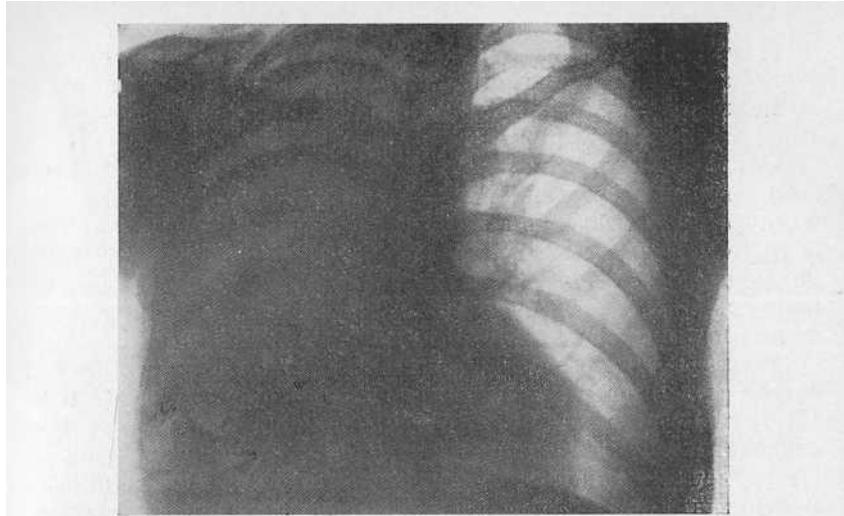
Рентгенограмма больной С. Правое легкое уменьшено в объеме, неравномерно затемнено. Левое легкое увеличено в размерах. Сердце, крупные сосуды и трахея перетянуты вправо.
